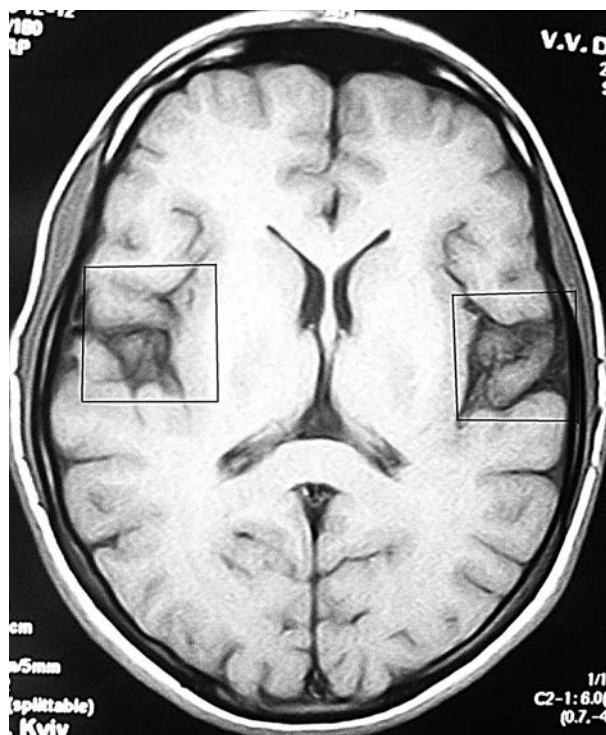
МРТ в T1-33 в аксіальній проекції головного мозку пацієнта 17 років з початковими ознаками атрофії скроневих часток
